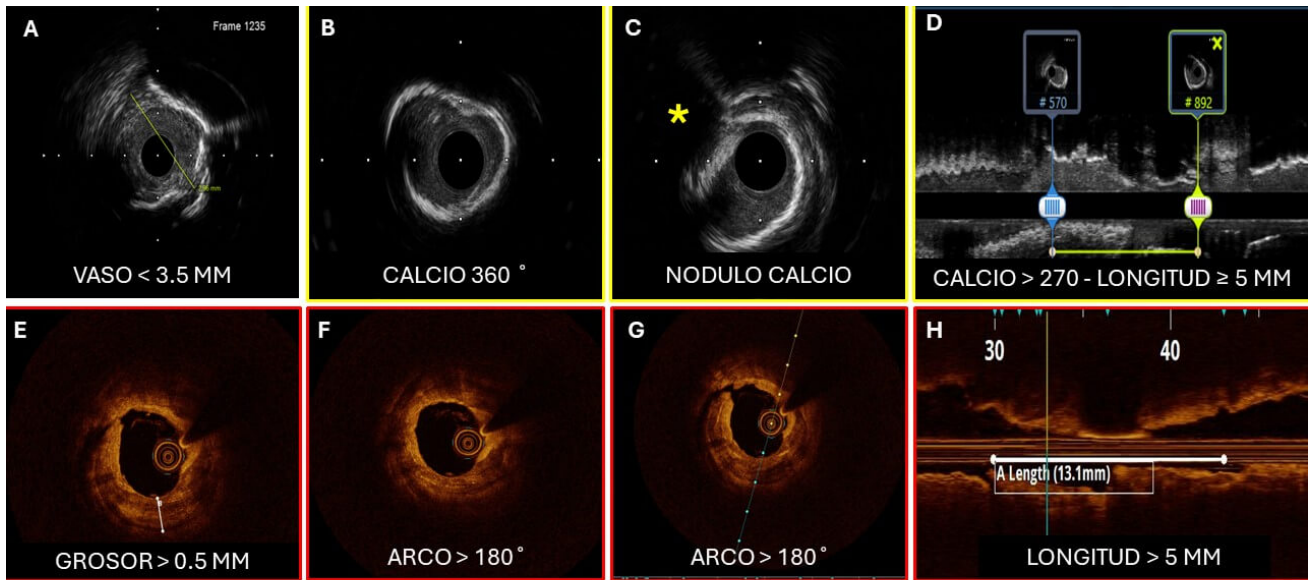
Clasificación de score de calcio según ultrasonido intravascular e imagen de tomografía coherencia óptica en la arteria descendente anterior. Imágenes comparativas de ambas modalidades. Panel superior muestra las características por ultrasonido intracoronario de calcificación severa que predice la necesidad de modificación de la placa. * nódulo de calcio¹. Panel inferior muestra las imágenes de tomografía de coherencia óptica⁵ que permiten la medición y cuantificación de la carga de calcio posterior a pre dilatación con balón no complaciente de 2.0 mm, para permitir el avance de los catéteres de imagen intracoronaria.
